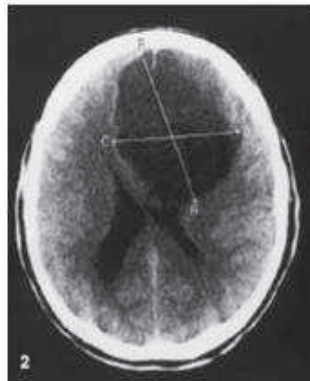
TDM cérébrales en coupe axiales : Volumineuse lésion frontale arrondie hypodense
